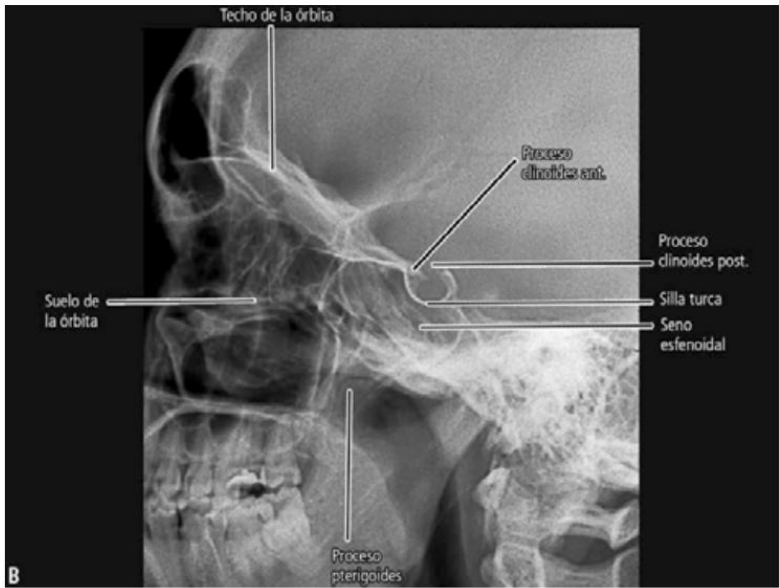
B. Vista del detalle de la radiografía del cráneo en proyección lateral, focalizada en la silla turca.
